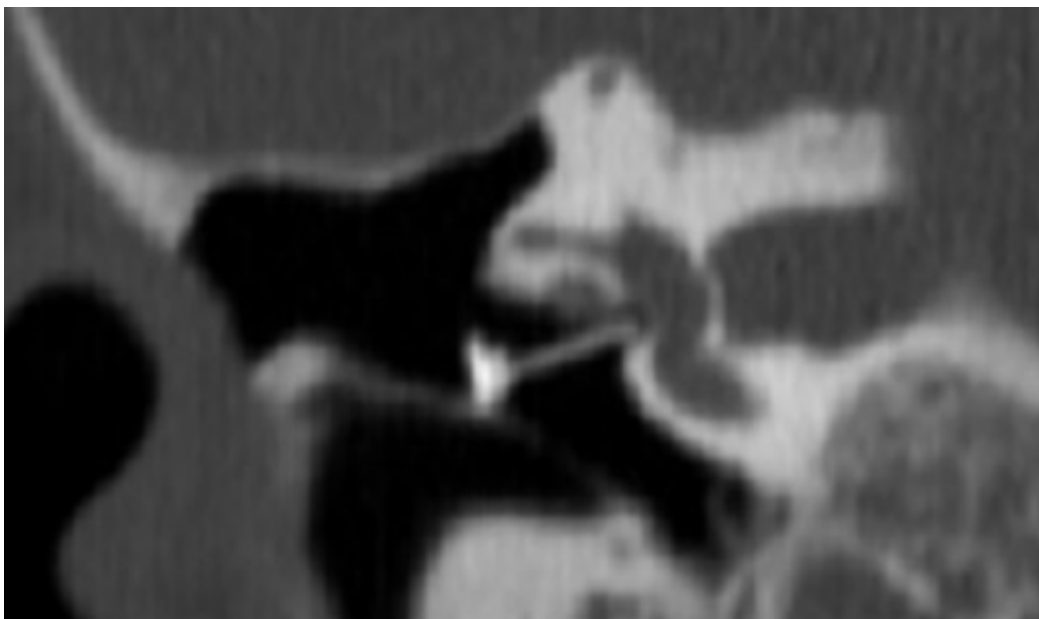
TDM de contrôle après la réalisation d'une TORP (iconographie service ORL Pr AI Alami)
